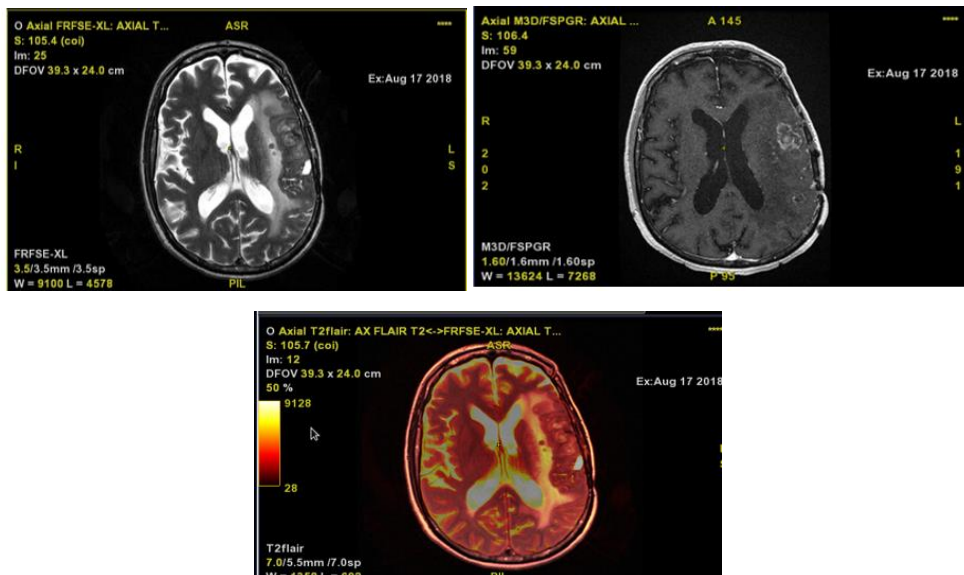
Corre registre entre la seqüència FLAIR i potenciada en T2 [Font pròpia].
